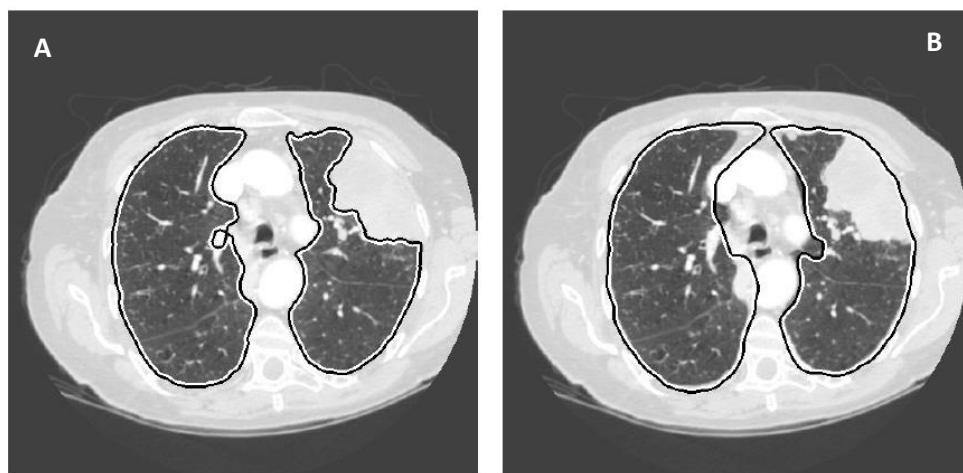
Exemplo de uma imagem de TC pulmonar com condensação: Imagem A - resultado da segmentação do método baseado em *threshold*, proposto por Hu et al e Imagem B - resultado da segmentação do método baseado no registo, proposto por Sluimer et al (B) Retirada de .(32).
